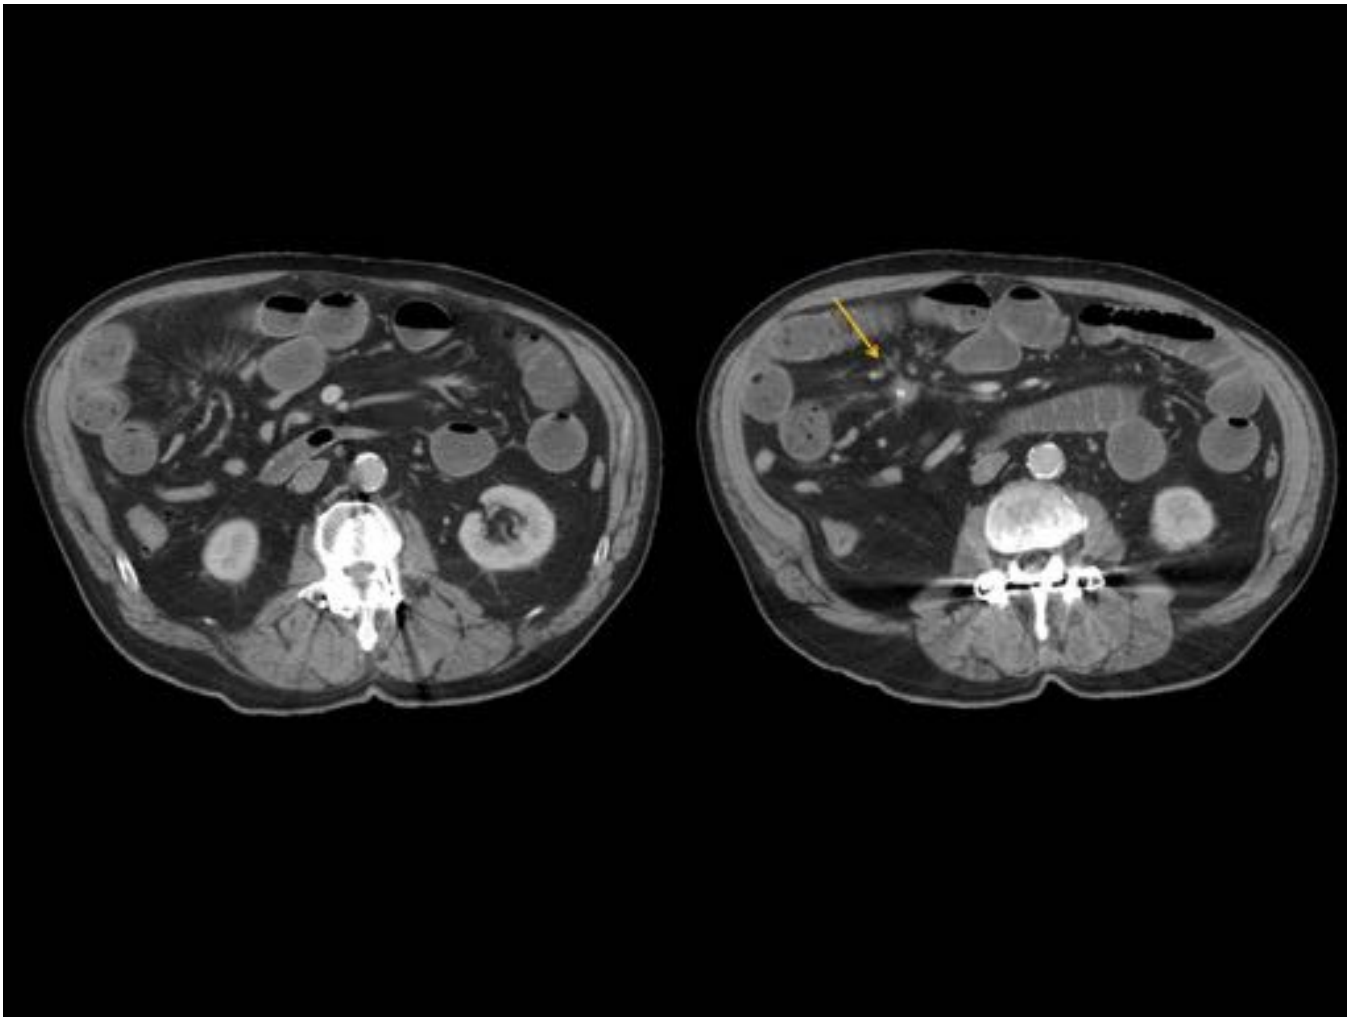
Paciente con dolor abdominal de semanas de evolución y sospecha de obstrucción intestinal. La TC abdominal confirma obstrucción de intestino delgado y se identifica en la raíz mesentérica un nódulo espiculado y con calcificación que se acompaña de importante reacción desmoplásica de la grasa mesentérica.
